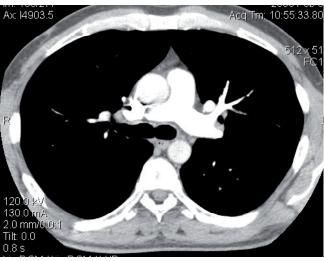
Причины повышения давления в легочной артерии, выявленные при МСКТ-ангиографии у больных ХОБЛ в момент обострения: a — массивная тромбоэмболия правой ветви легочной артерии; δ — новообразование, сдавливающее правую ветвь легочной артерии; ϵ — тромбоэмболия мелких ветвей легочной артерии
